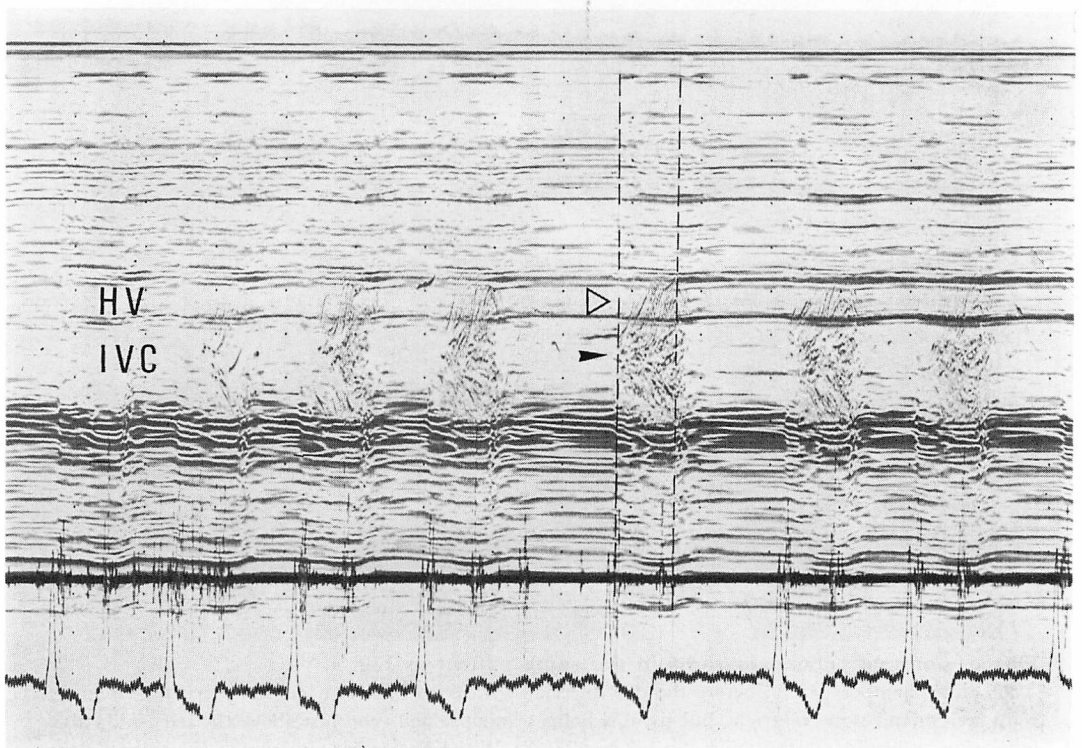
M-mode echocardiogram recorded during contrast echoangiography in a patient with mitral stenosis and tricuspid insufficiency (51-year-old male).
